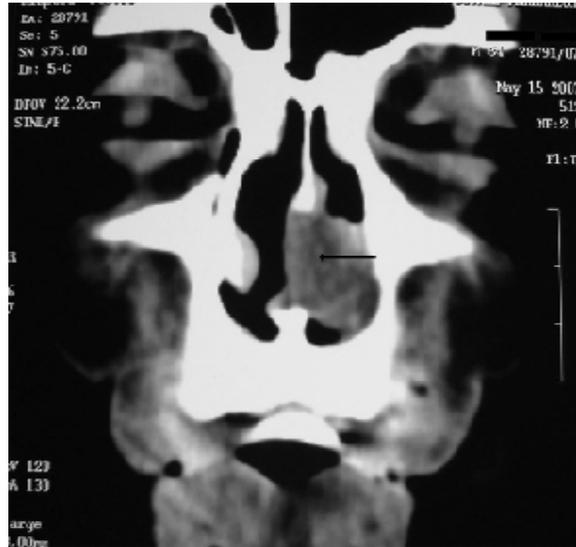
TDM faciale en coupe frontale montrant une lésion tissulaire de 2 cm de la fosse nasale gauche.
